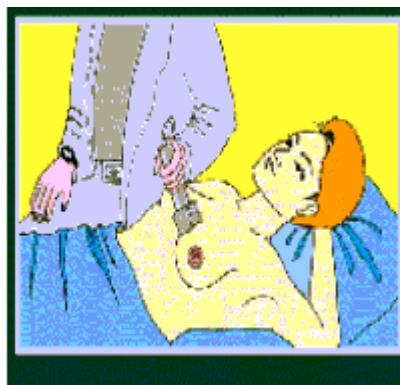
Imagem representativa de uma ultra-sonografia.
